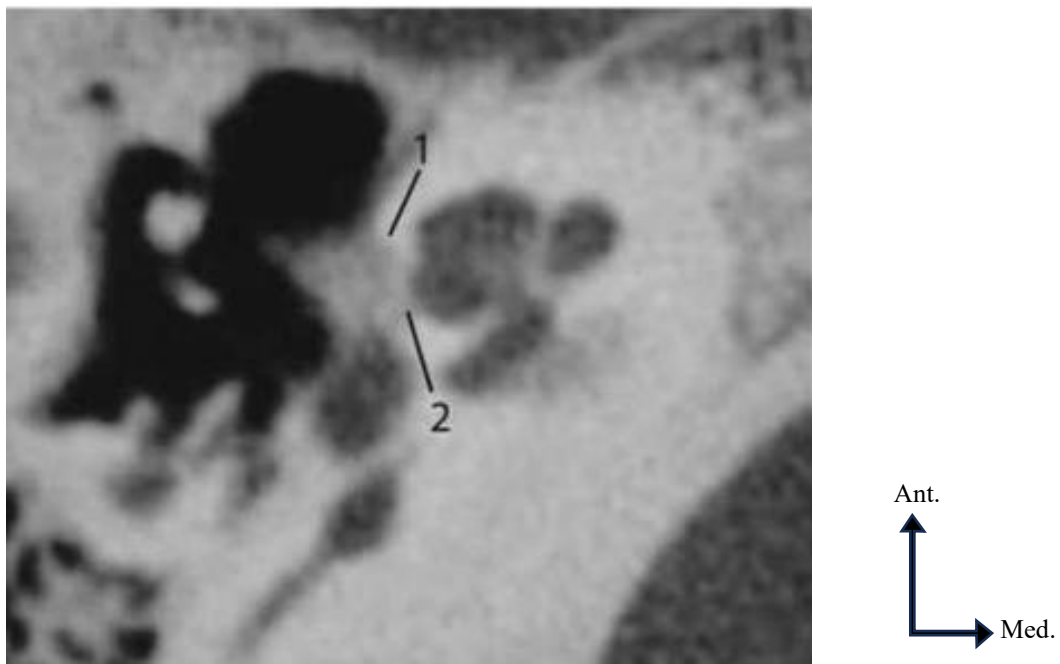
Otospongiose de types III TDM, coupe axiale. (1) Foyer otospongieux de type III (contact avec la lumière cochleaire) ; (2) disparition de l'os labyrinthique normal entre le foyer otospongieux et la lumière de la cochlée. [18]
